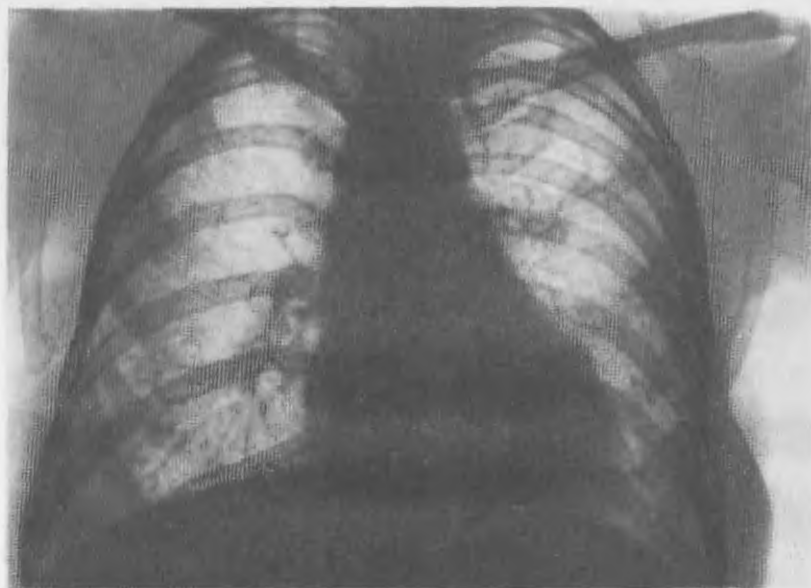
Рентгенограмма легких. Пневмокониоз I стадии (u).
